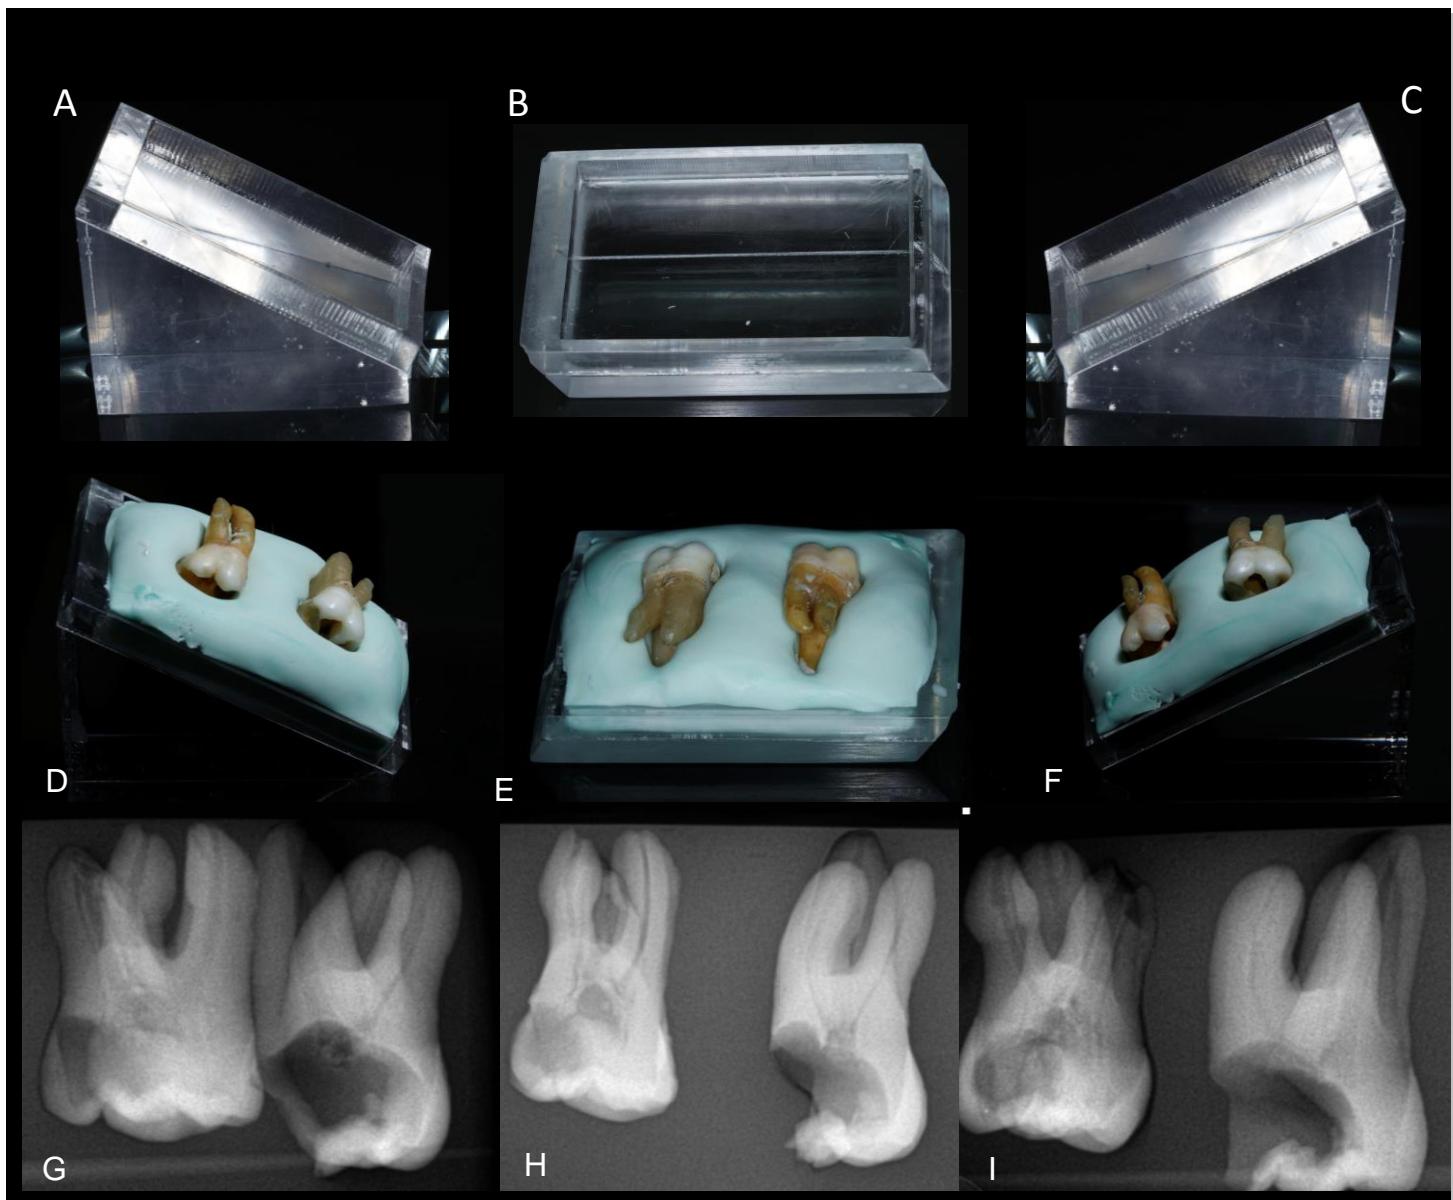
Standardization of RD exams: Mesioangular (A) Ortoangular (B) Distoangular (C) - Teeth positioned on the acrylic plate (D; E; F) - Digital Radiography (G; H; I).
